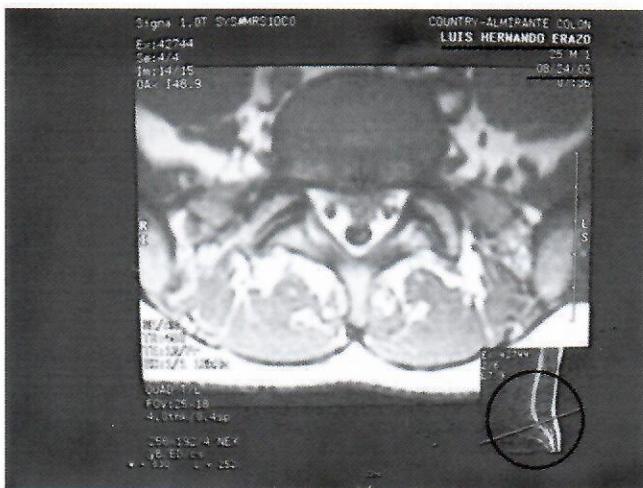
A. Resonancia de la columna lumbar en proyecciones sagital y axial del paciente. Se observa hernia discal en el nivel L5-S1, con evidente compresión mecánica. El paciente fue tratado con aplicación de esteroides epidurales de forma selectiva en el nivel seleccionado.
